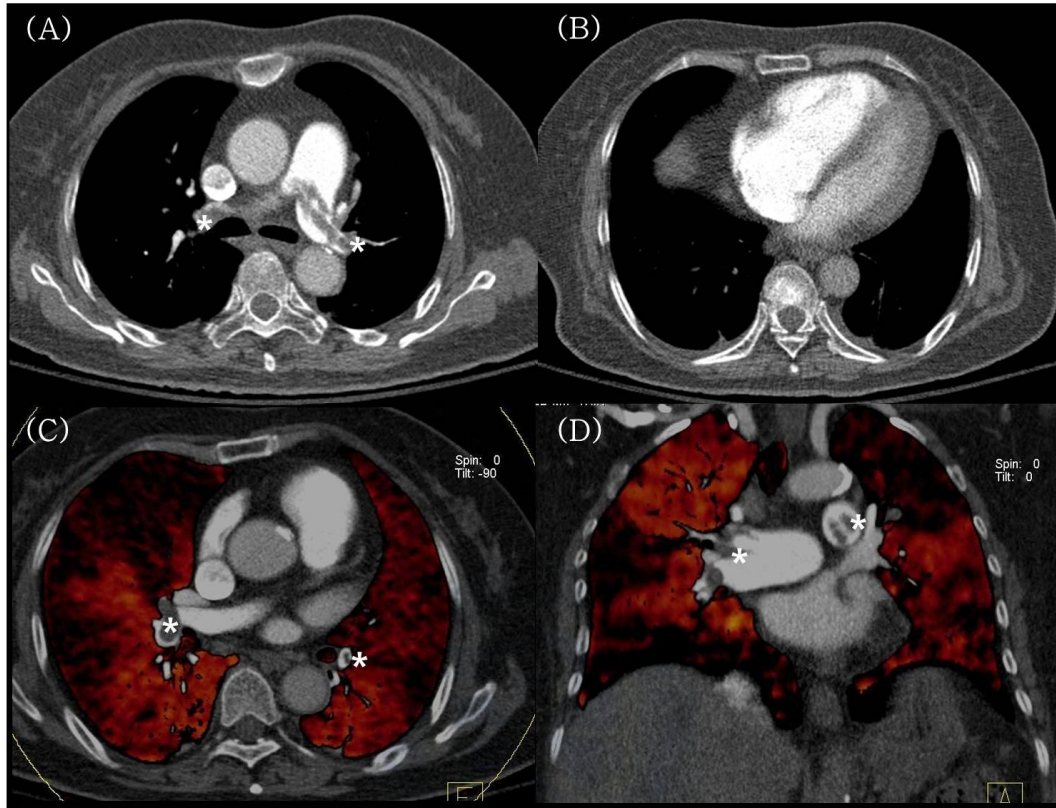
급성 폐색전증으로 진단된 68세 여자 환자의 증례. (A) 양측 주폐동맥에서 급성 폐색전증(\*)이 관찰된다. (B) 심실 직경 비가 1.56으로 우측 심실의 크기가 커져 있다. (C), (D) 요오드 분포 지도에서도 급성 폐색전증(\*) 및 이와 연관된 관류 결손이 관찰되고 있으며 상대적 폐 관류결손 부피 퍼센트(ReIPD %)가 25.73%로 측정되었다. 환자 상태가 악화되어 catheter thrombectomy를 시행하였으나 CT 촬영 후 5일 후에 사망하였다.
